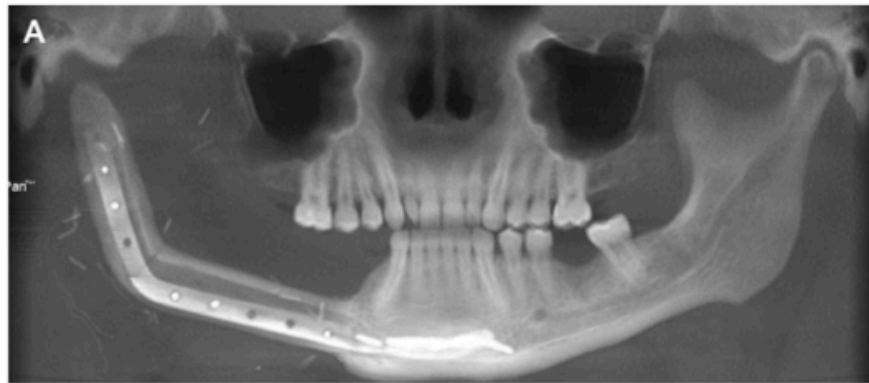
Radiografía de control en reconstrucción mandibular; condilo, rama y cuerpo mandibular derechos, con injerto libre de fíbula, consecuente a resección mandibular oncológica. (Patel et al. 2019)
